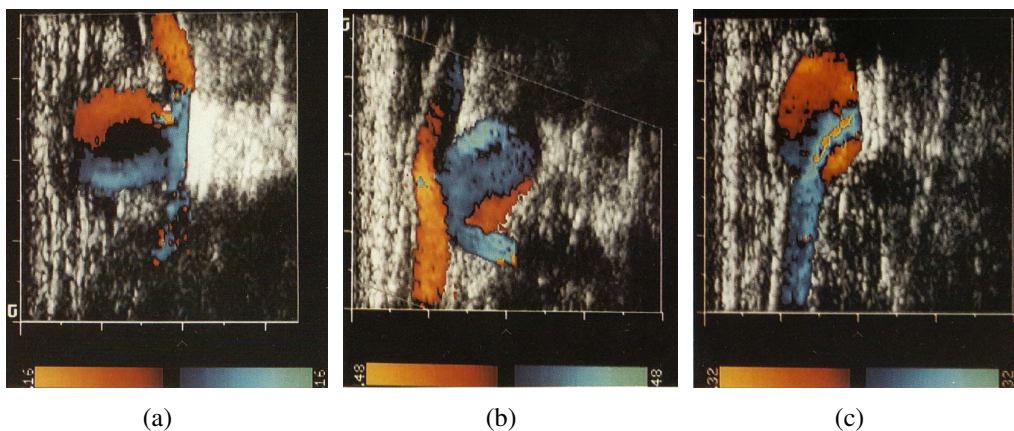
Les images d'angiographie Doppler des anévrismes en 3 cas: (a) latéral; (b) bifurcation; (c) périapical.
